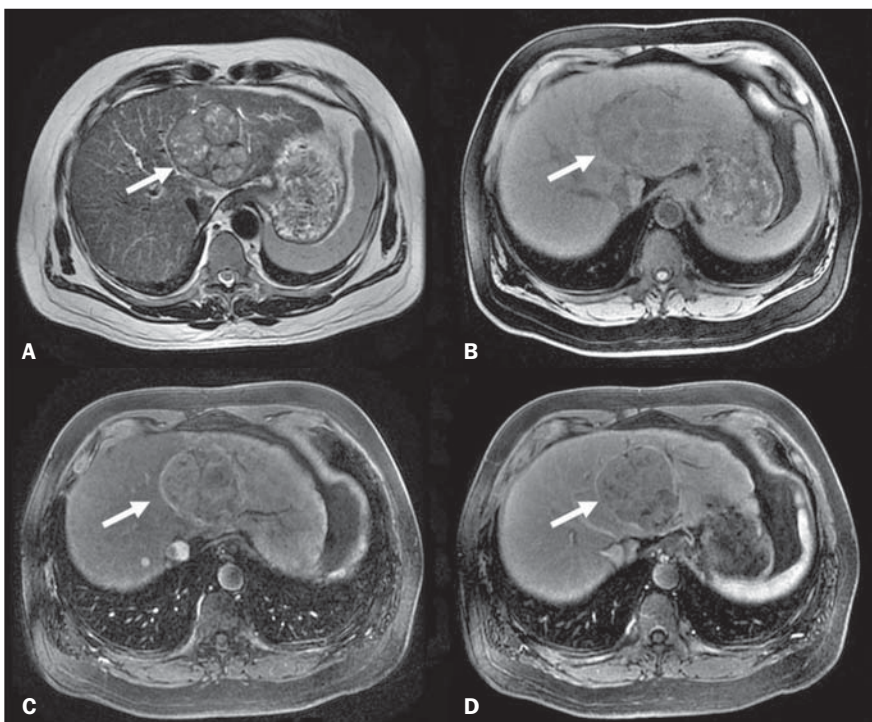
Volumoso carcinoma hepatocelular na RM (setas). A: FSE T2 sem saturação de gordura, TE 180 ms; B: GRE T1 com saturação de gordura; C: GRE T1 pós-contraste fase arterial; D: GRE T1 pós-contraste fase portal. O carcinoma hepatocelular apresenta sinal heterogêneo em T2, acentuado realce arterial e clareamento rápido na fase portal, com definição de cápsula nesta última.
